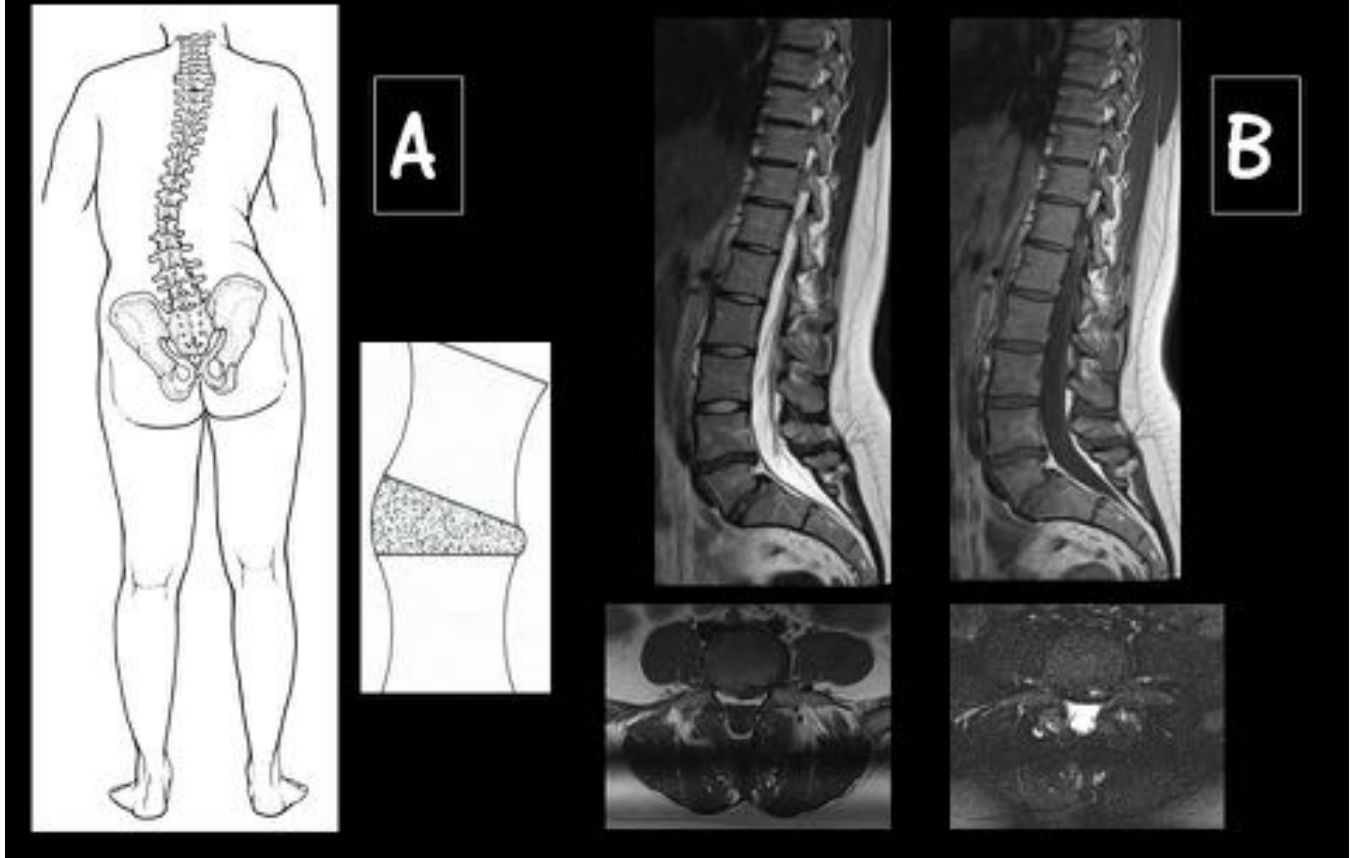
Categoría Diagnóstica Anomalía congénita o del desarrollo según la versión 2.0. Figura A: Escoliosis lumbar de convexidad derecha. Figura B: Espondilolistesis L5-S1. Arriba: RM sagital potenciada en secuencia T1 (izquierda) y T2 (derecha). Abajo: RM axial en T1 (izquierda) y T2 FS (derecha).
